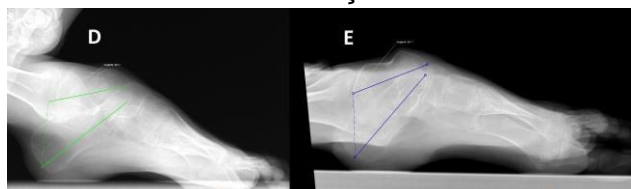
Radiografia dos pés direito (D) e esquerdo (E) na incidência em perfil com apoio demonstrando ângulo talocalcaneal de 26° à direita e 28° à esquerda.
